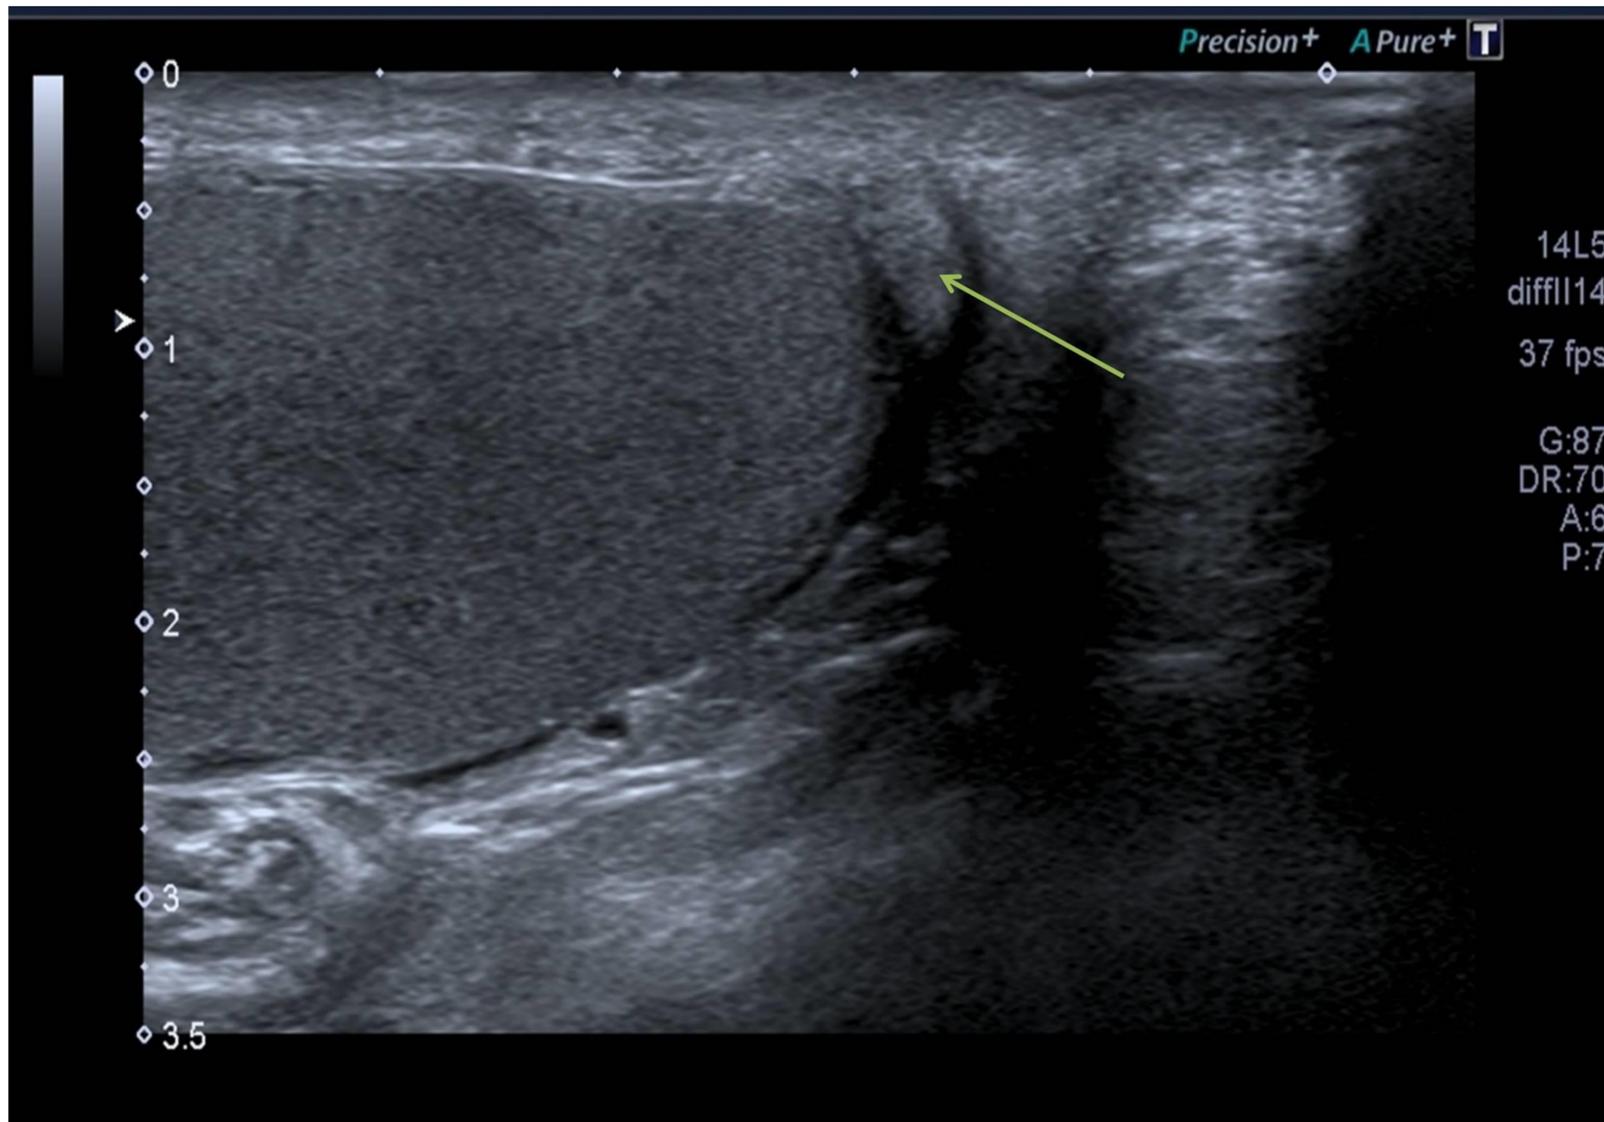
Tumor adenoimatoideo epididimario. Ecografía escrotal que muestra una pequeña masa sólida, de bordes bien definidos y ligeramente hiperecogénica en la cola del epidídimo (flecha).
